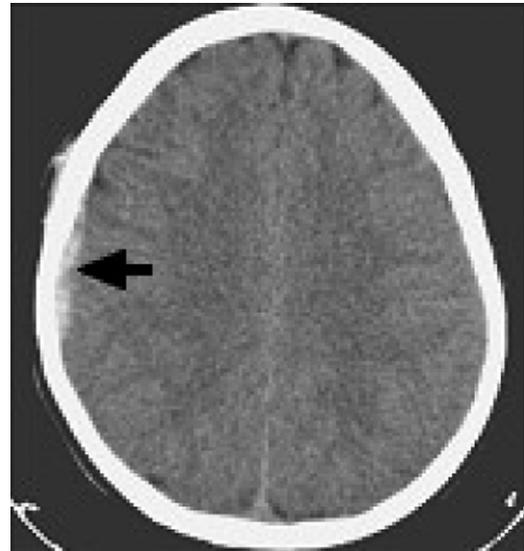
Hématome sous-dural (HSD) unifocal, frontopariétal droit et tuméfaction du scalp en regard (flèche) dans le cadre d'un traumatisme crânien infligé (TC) accidentel.
